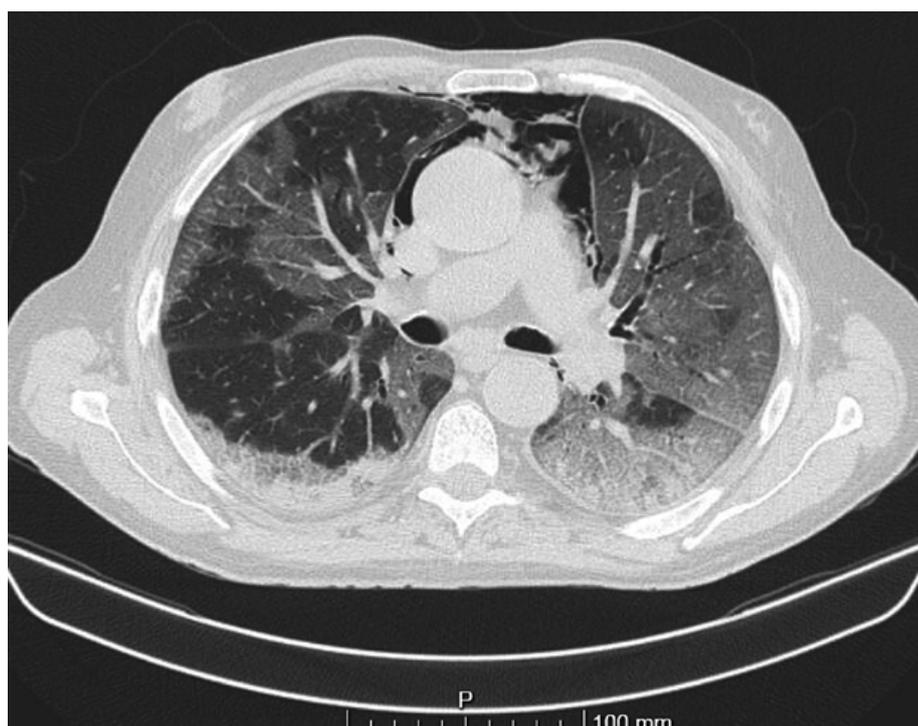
Angio-TC, caso 3: Opacidades em vidro despolido, com pneumomediastino.
